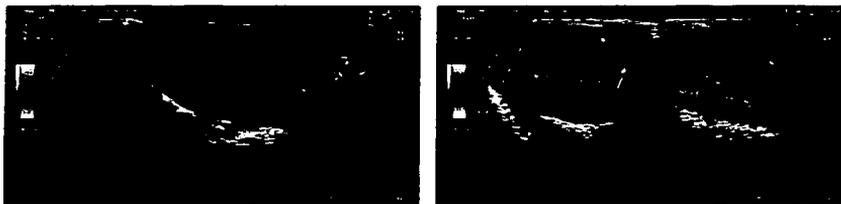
24B. Cortes transversales mostrando vascularidad testicular normal a la aplicación Doppler color.
